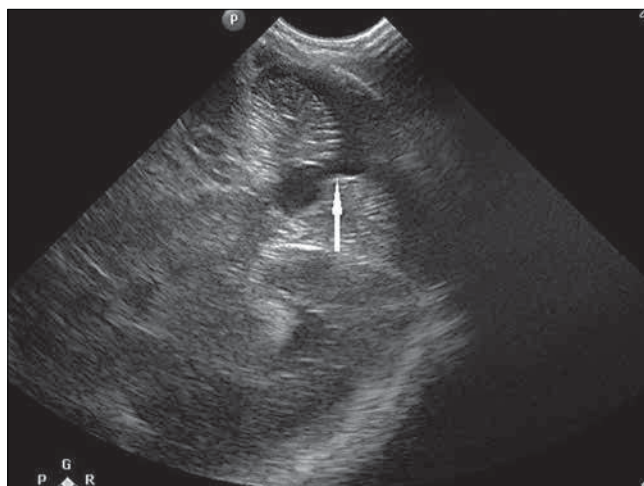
Obrazy USG i RM u wcześniaka z krwawieniem do prawej półkuli mózgu. 2A – Badanie USG z dostępu przez ciążyczko przednie, przekrój czołowy. Struktury tylnego dołu czaszki słabo dostępne, bez wyraźnych nieprawidłowości (* - mózdzek).
